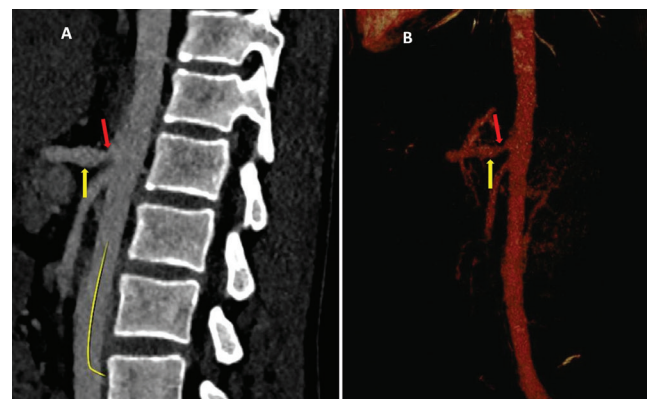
Contrast-enhanced abdominal CT (A) and CT-angiography images show stenosis (red arrow) and post-stenotic dilatation (yellow arrow) immediately after the origin of the celiac artery (B)
